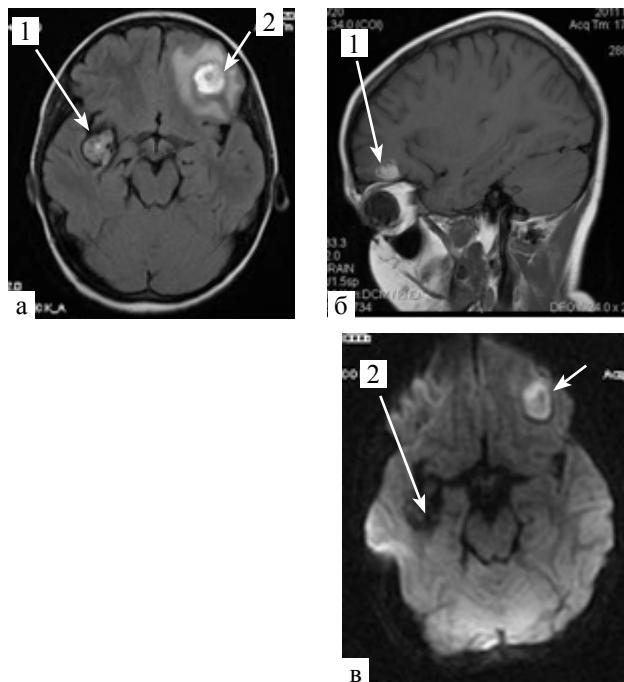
Пациент Г.И., 12 лет. Внутримозговая гематома левой лобной доли. Коморбидная кавернозная мальформация ветви средней мозговой артерии справа: а, б — МР изображения Т1 ВИ; в — ДВИ МРТ; 1 — внутримозговое кровоизлияние; 2 — кавернозная мальформация ветви средней мозговой артерии (указаны стрелками)
